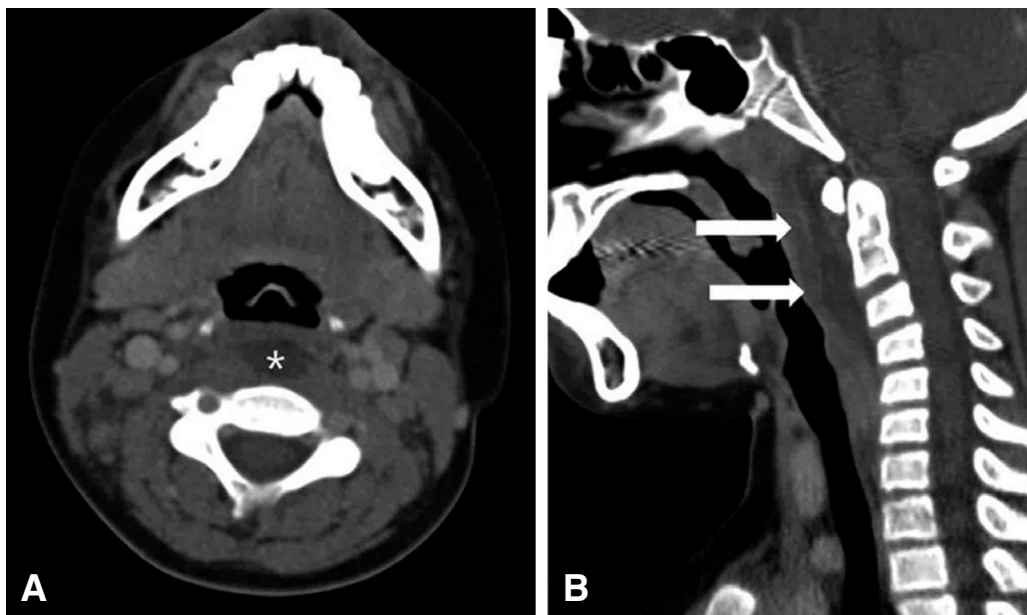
Contrast-enhanced computed tomography of the neck showing the retropharyngeal soft tissue swelling. This finding initially suggested retropharyngeal abscess. Axial scan shows the lesion with low-attenuation at the retropharyngeal space (asterisk) (A). Sagittal scan confirms the lesion with a slightly enhanced rim (arrow) (B).
